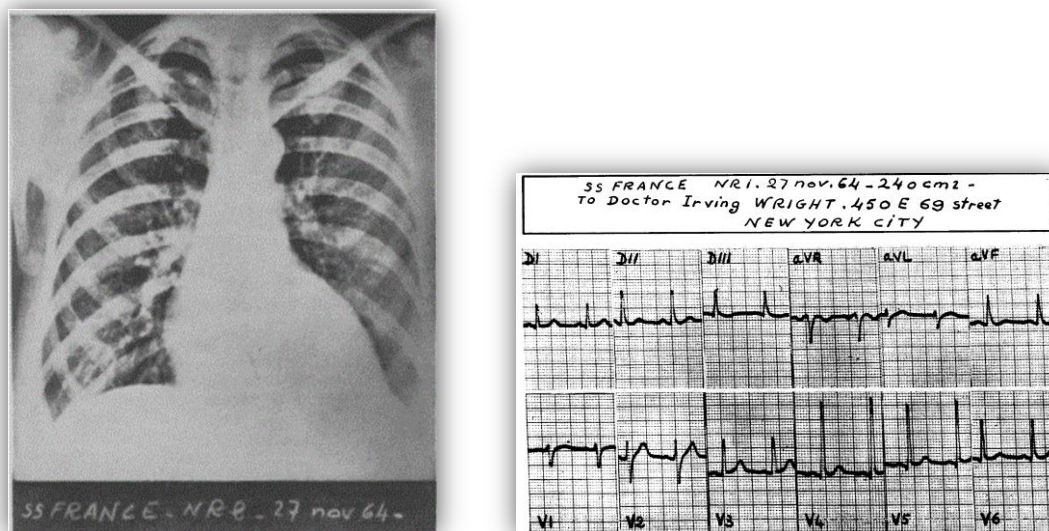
Факсимиле рентгенограммы и ЭКГ, переданных с борта лайнера «SS France» в Нью-Йорк и Париж 27.11.1964 [21]
